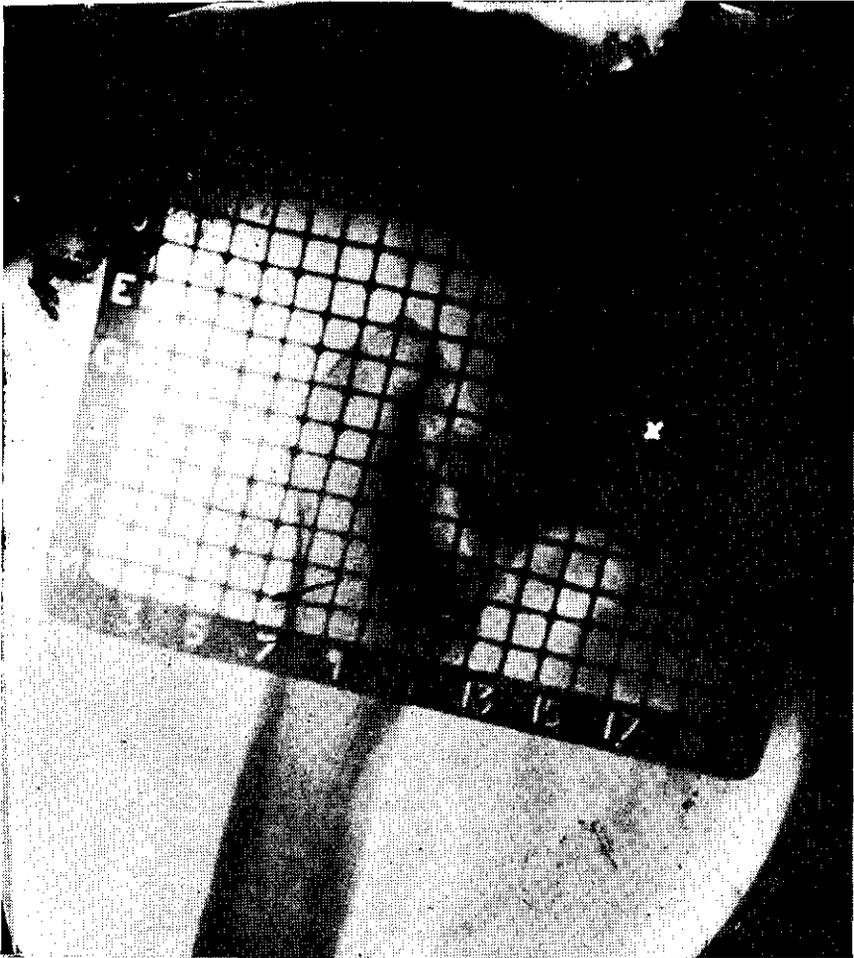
Radiografía de control anteroposterior según la técnica del autor para determinar el centro quirúrgico de la cabeza femoral que en este caso se encuentra en la intersección F-16.
